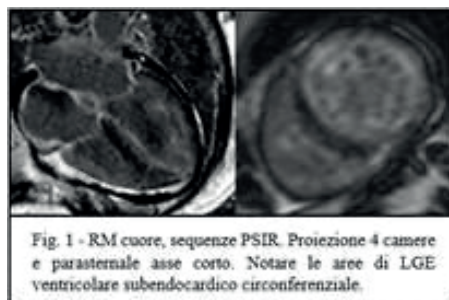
RM cuore, sequenze PSIR. Protezione 4 camere e parasternale asse corto. Notare le aree di LGE ventricolare subendocardico circonfenziale.
